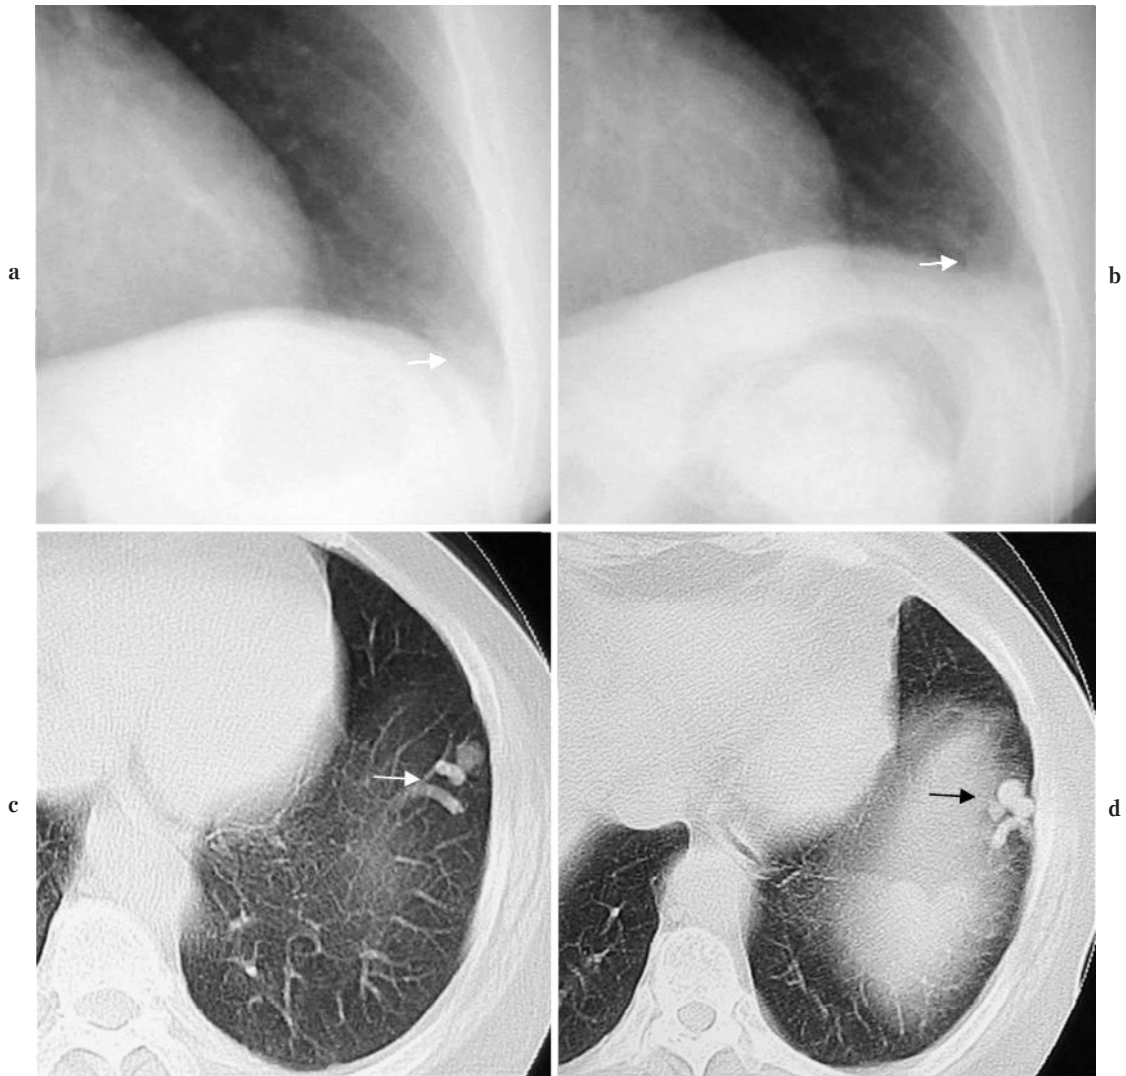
Arterio-venous fistula (AVF). (a) P-A view, Present. (b) P-A view, 1 year previously. The hazy shadow at the left costophrenic angle showed no change for 1 year. (c, d) CT: AVF is clearly observed.
